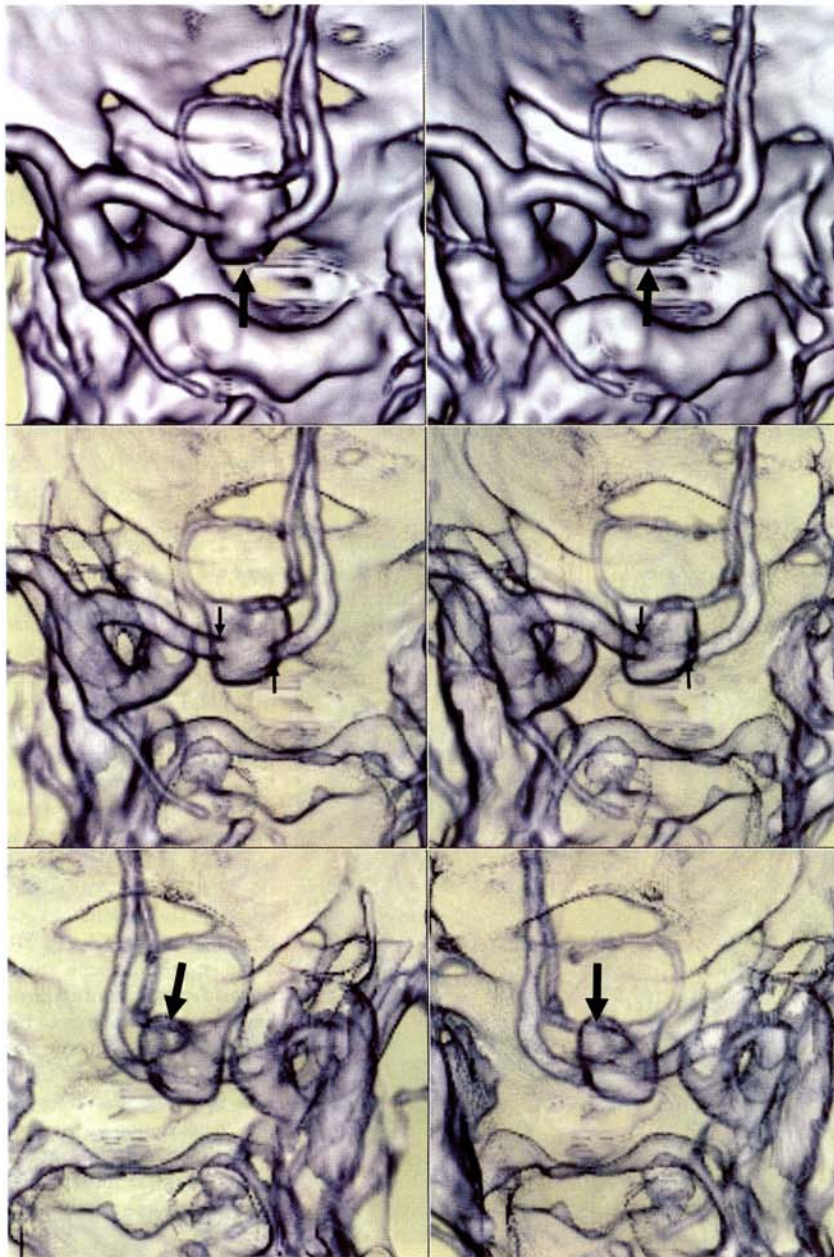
Images from a 71-year-old woman with aneurysms of a left carotid artery and an anterior communicating artery. Superoinferior stereotactic images of 3 D-CTA (A, B) demonstrate an aneurysm arising from the carotid cave of the left carotid artery (large arrow). A tiny aneurysmal bulging (small arrow) is observed at the junction of the left A1 and A2. Superoinferior stereotactic images of transparent CTA (C, D) demonstrate the same aneurysms (arrows) with translucent bony structures. Inferosuperior stereotactic images of transparent CTA (E, F) show the transparent visualization of the bottom aspect of the aneurysms (arrows) through the bony structures of the cranial base.
